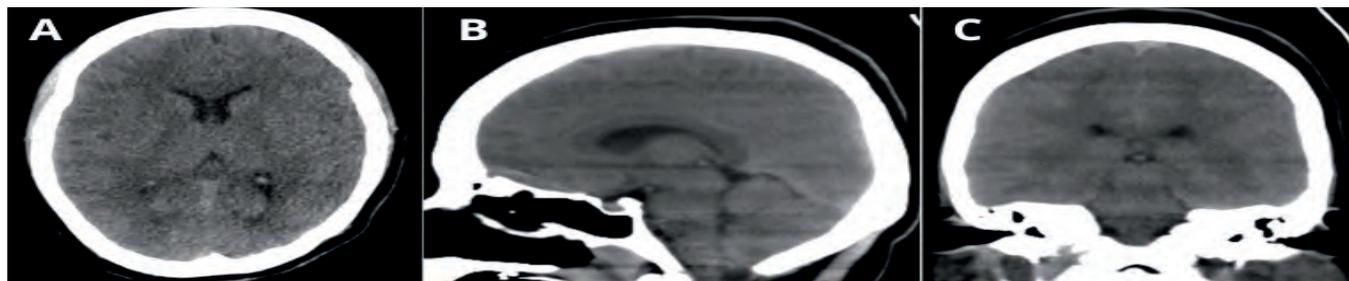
TC simple de cráneo. A. Corte axial a nivel de ganglios de la base sin evidencia de alteraciones en sustancia gris ni blanca, con adecuada diferenciación de las mismas, sin alteraciones en morfología de cisuras, surcos y circunvoluciones. B. Reconstrucción sagital a nivel de septum pellucidum, con apreciación de ventrículos de tamaño adecuado, sin cambios de densidad asociados a hemorragias ni zonas de isquemia. C) Reconstrucción coronal a nivel del plexo coroideo del tercer ventrículo sin evidenciar alteraciones anatómicas.
